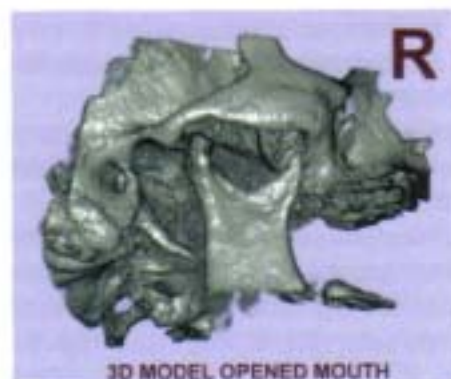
Luxație anterioară bilaterală - aspect CT-3D (cazuistica Dr. O. Dincă)
